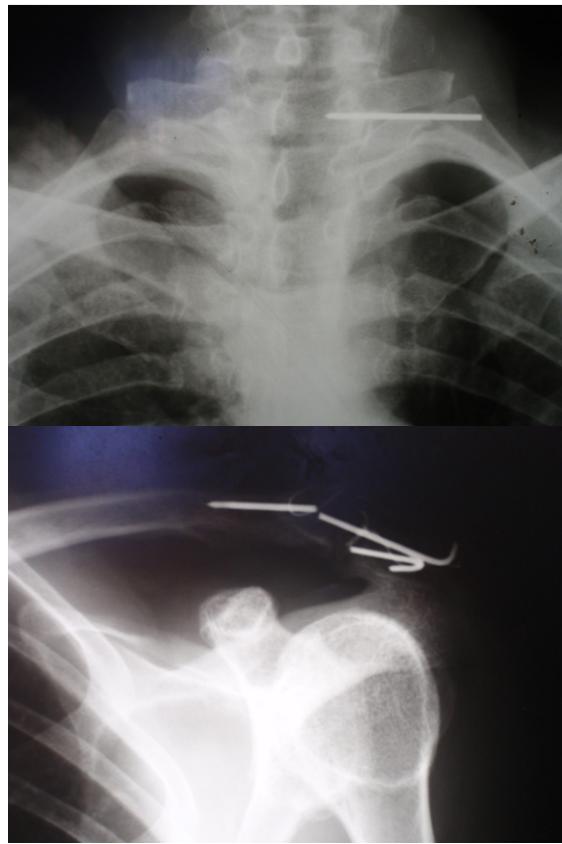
Рентгенограммы левого плечевого сустава и шейного отдела позвоночника больного С. Перелом спиц и миграция одного из проксимальных фрагментов
